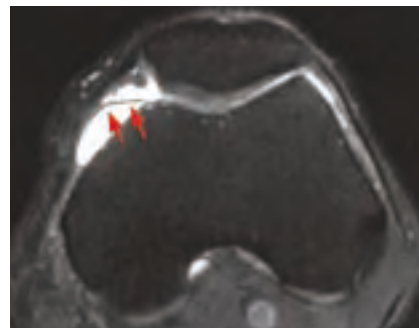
• Sezione assiale RMN T2 pesate di PSMP tipo B asintomatica.
